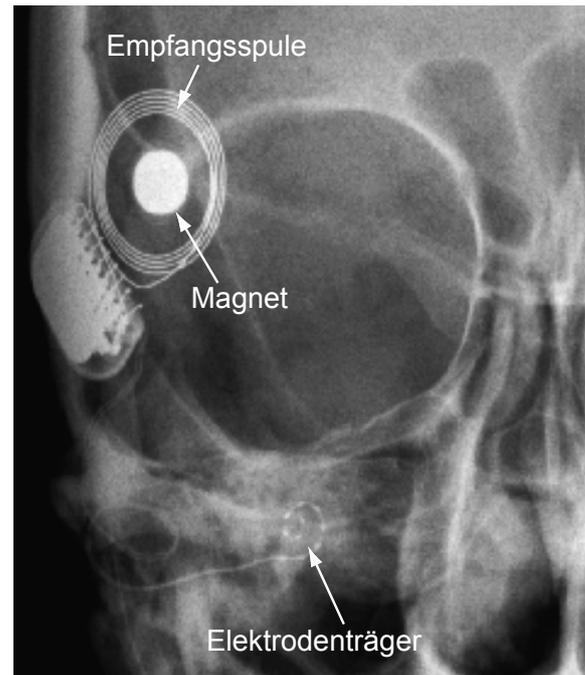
Röntgenaufnahme des Schädels eines Patienten mit einem Cochlea Implantat. Deutlich sind der Elektronikteil, die Empfangsspule mit dem Magnet sowie der Elektrodenträger zu erkennen. Der Elektrodenträger folgt der Krümmung der Hörschnecke.
